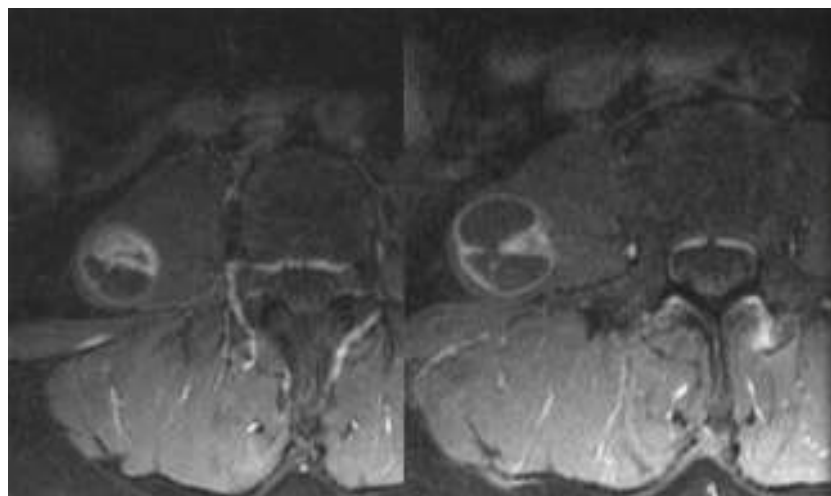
Resonancia magnética: schwannoma en psoas.
